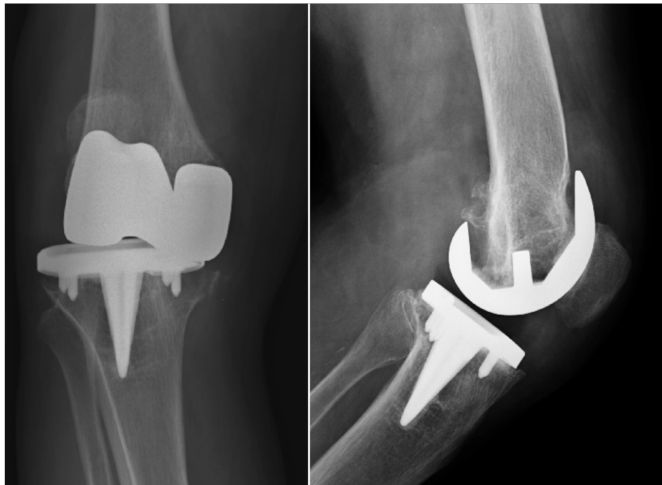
Caso 2: Radiografia a demonstrar descolamento do componente femoral.
